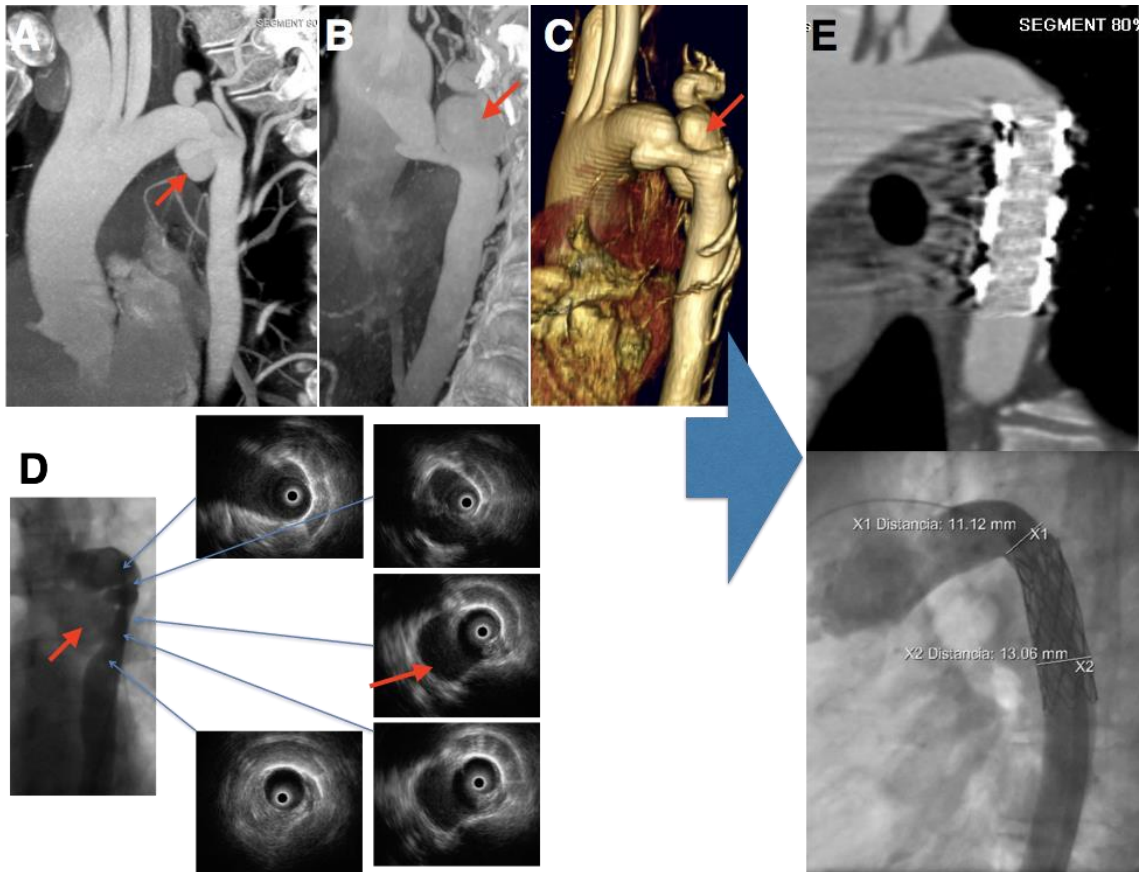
Mujer de 45 años, hipertensa desde segundo embarazo, con coartación nativa compleja asociada a pseudoaneurisma. A-C) Imagen de TAC basal. Flecha roja señala el pseudoaneurisma. D) Imagen angiográfica y de ultrasonidos mostrando el pseudoaneurisma. E) Imagen de TAC y angiografía tras implante de stent recubierto con éxito.
